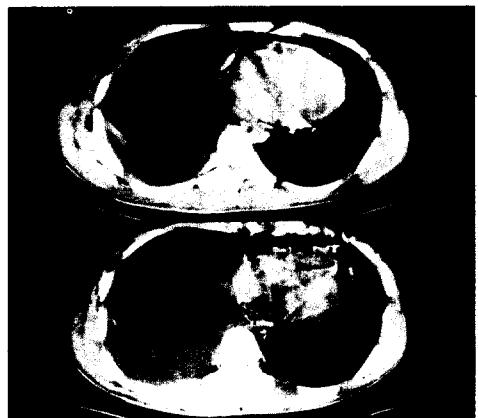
Chest CT showing right pleural effusion. Abnormal focal mass was absent in the lung and mediastinum.
